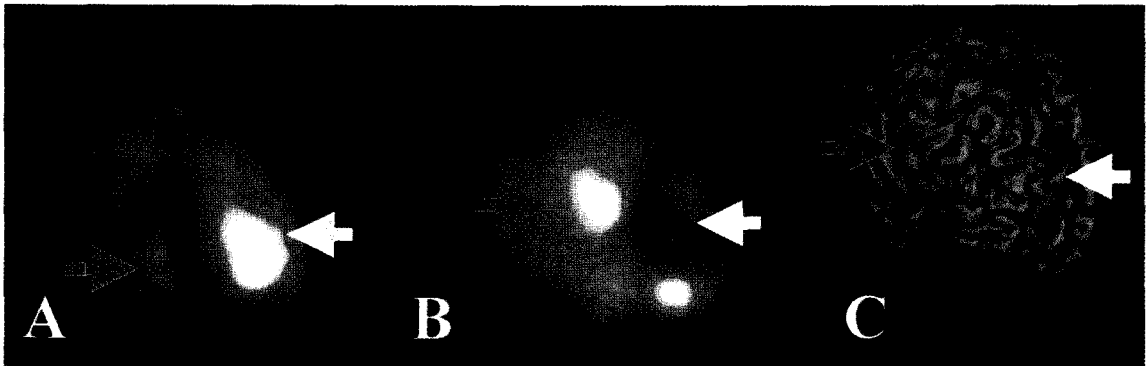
(A) 5-month-old female with pathological grading 3 of cortical dysplasia conducted ictal Tc-99m ECD SPECT. Markedly increased uptake was noted at the right frontal lobe (white arrow) and also hyperperfusion was suspected in the right temporal lobe (yellow arrow) on right anterior oblique view of surface-shaded three dimensional SPECT. (B) Another ictal Tc-99m ECD SPECT was performed due to persistent seizure attack after right frontal lobectomy. Prominent hyperperfusion on right temporal lobe (yellow arrow) was noted on right anterior oblique view. (C) On surface MRI, cortical abnormalities of the right frontal (white arrow) and temporal lobe (yellow arrow) were detected. At first, temporal lobe lesions were missed but by re-analysis based on ictal SPECT findings, These lesions were revealed a cause of poor surgical outcome.
